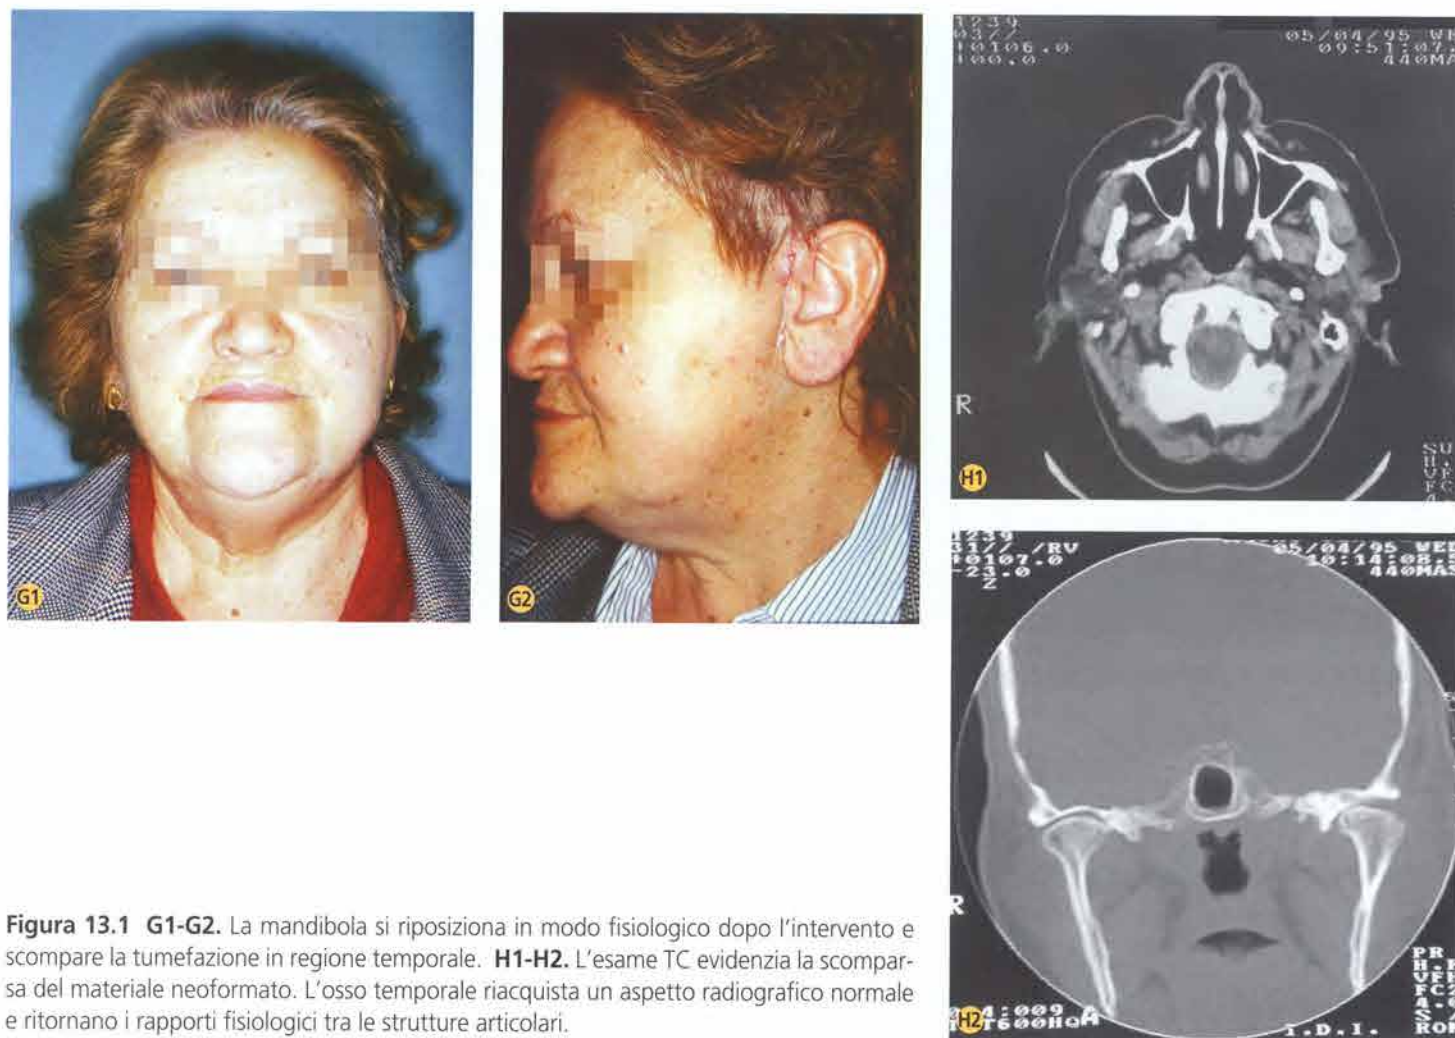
G1-G2. La mandibola si riposiziona in modo fisiologico dopo l'intervento e scompare la tumefazione in regione temporale. H1-H2. L'esame TC evidenzia la scomparsa del materiale neoformato. L'osso temporale riacquista un aspetto radiografico normale e ritornano i rapporti fisiologici tra le strutture articolari.
